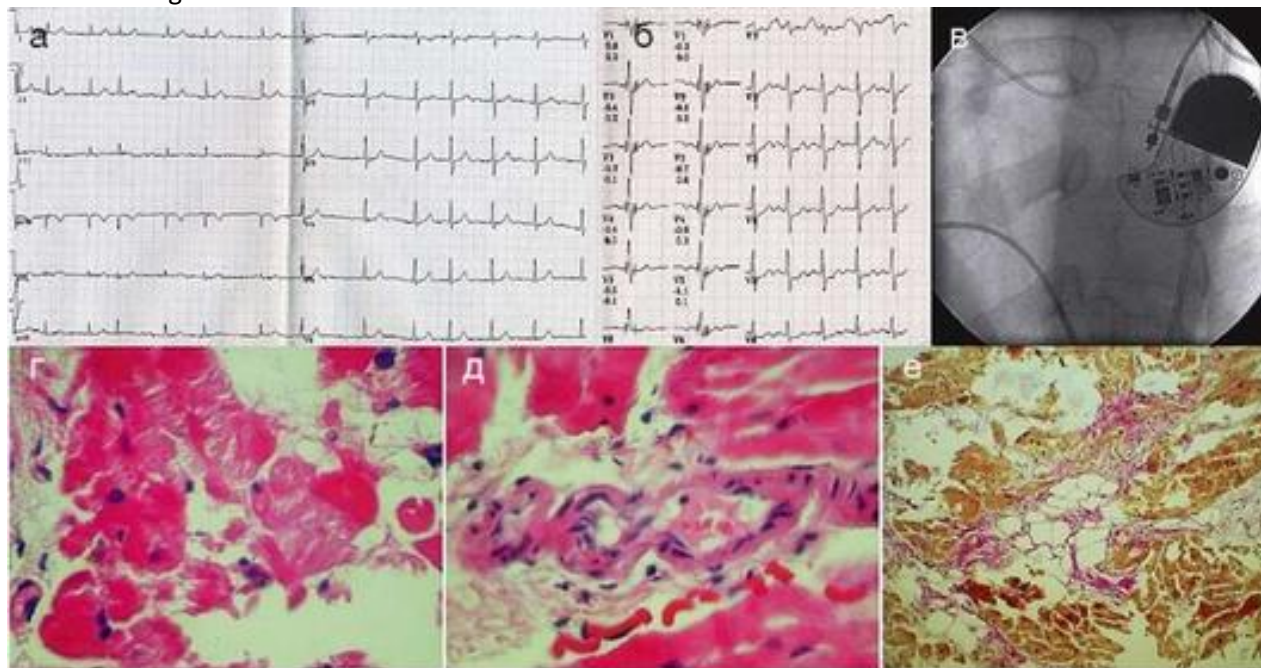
Результаты инструментального исследования у больной Ч., 45 лет: а - ЭКГ от 2003 г., скорость записи - 25 мм/с (мерцательная аритмия); б - тредмил-тест от 2007 г. на синусовом ритме (горизонтальная депрессия сегмента ST до 0,1 мВ); в - рентгенограмма грудной клетки (положение электрода в правом желудочке); г-д - эндомикардиальная биопсия правого желудочка. Окраска гематоксилин-эозином (г, д) и по Ван Гизону (е). Признаки активного миокардита: некроз кардиомиоцитов (г), лимфогистиоцитарная периваскулярная инфильтрация в сочетании с продуктивным васкулитом (д), очаговое фиброзно-жировое замещение миокарда в субэндокардиальных участках (е)
